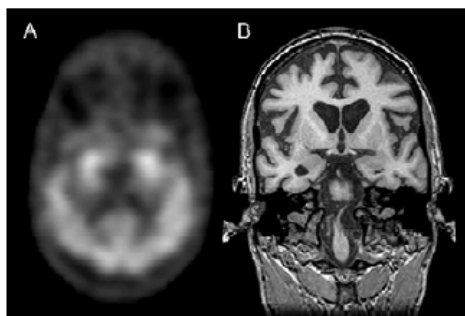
(A) ^{99m}Tc -乙基半胱氨酸二聚体脑灌注研究显示双侧额叶区域中至重度的弥漫性的摄取减少。其双侧顶叶和颞叶的摄取下降不如额叶明显。皮质下结构和小脑的摄取表现为正常。(B) MRI冠状位T1相表现为中至重度的幕上性萎缩,额叶最为明显,而顶叶和颞叶较少累及。
